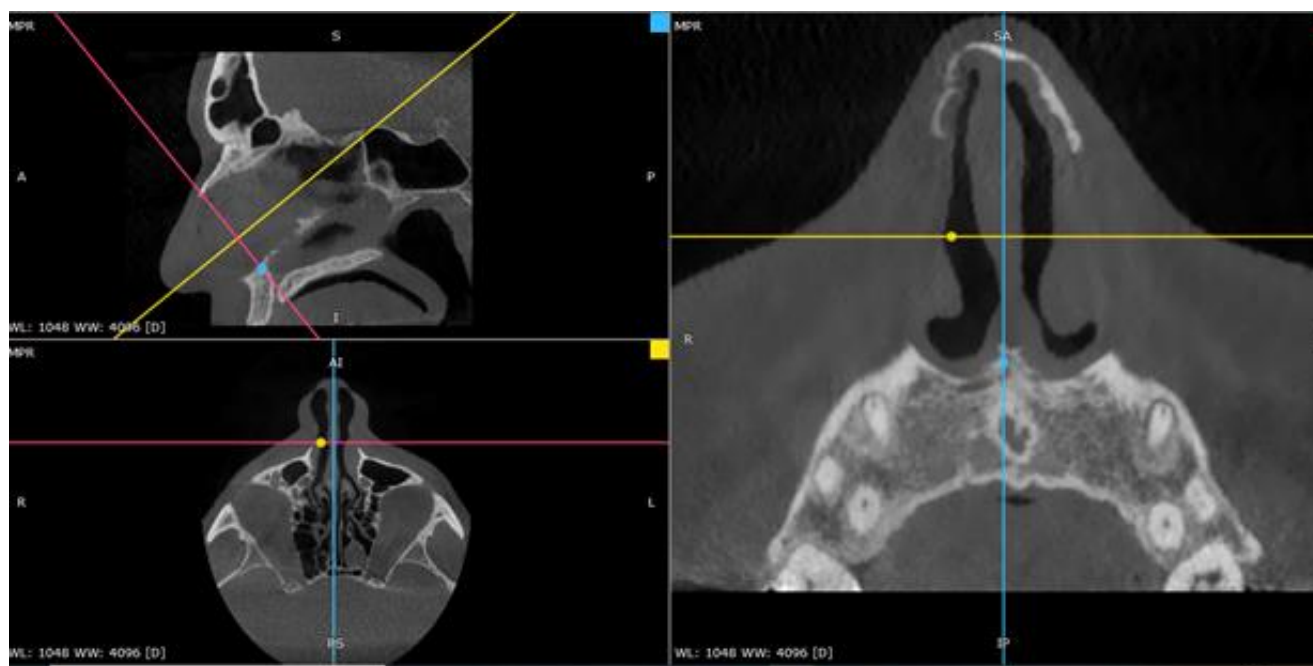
Площина зрізу ВНК на КТ в режимі мультипланарної реконструкції
